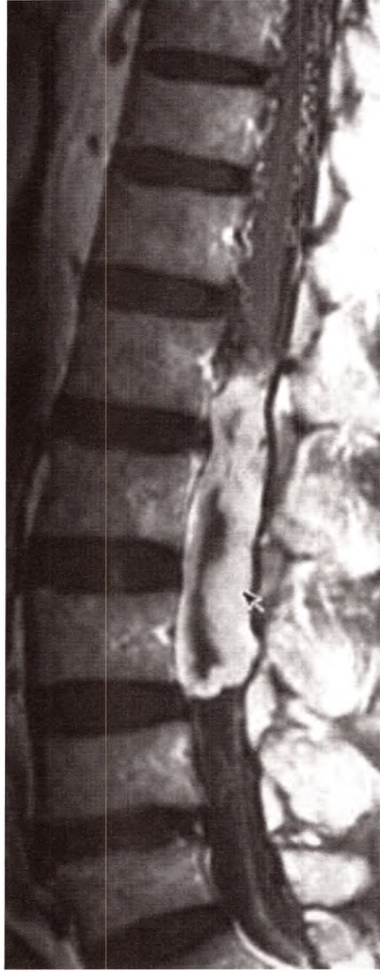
B IRM sagittale injectée montrant un volumineux méningiome lombaire.
